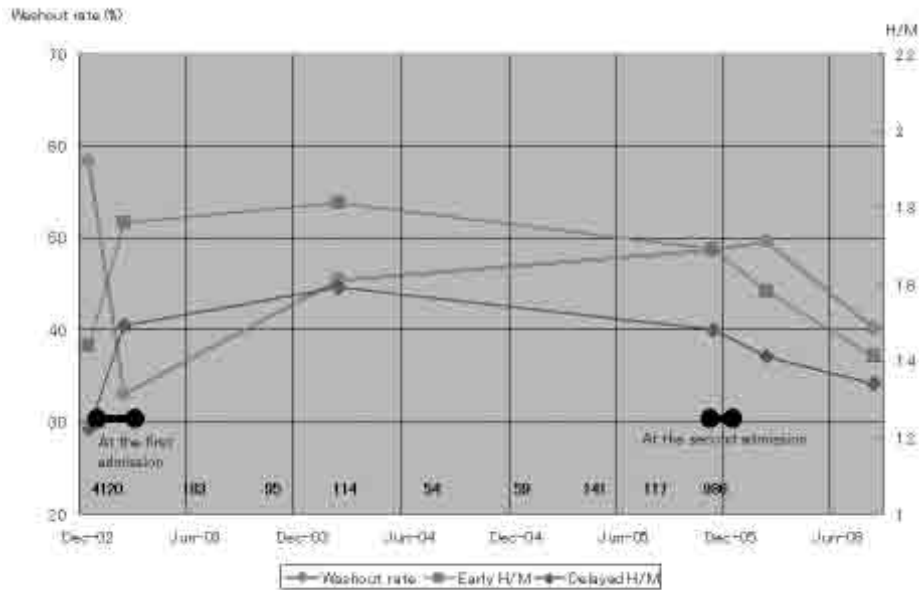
Progress of washout rate in iodine-123-metaiodobenzylguanidine myocardial scintigraphy
